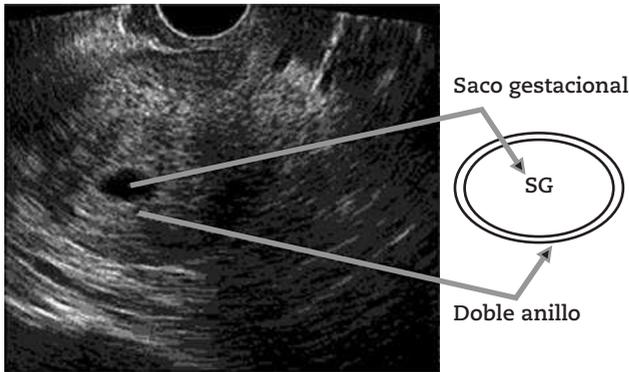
Saco gestacional demostrado por ultrasonido transvaginal
